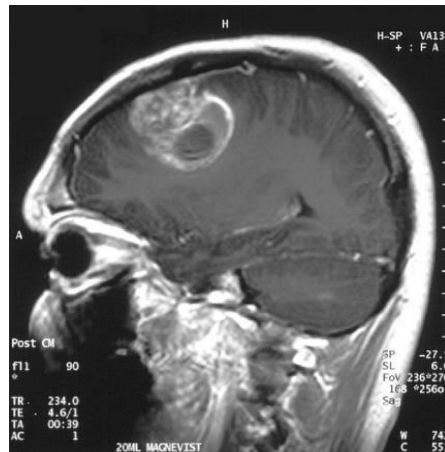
Gambar CT Scan Glioma
